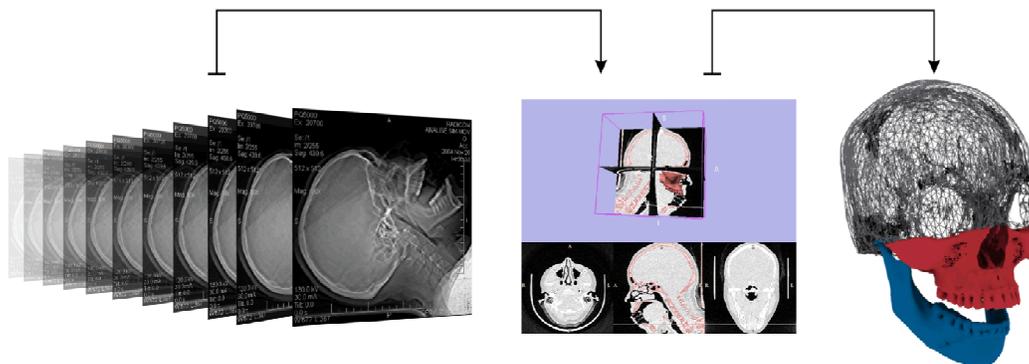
A partir das imagens de tomografia, a regiões dos ossos e dentes foram segmentadas para a obtenção das malhas de triângulos.
